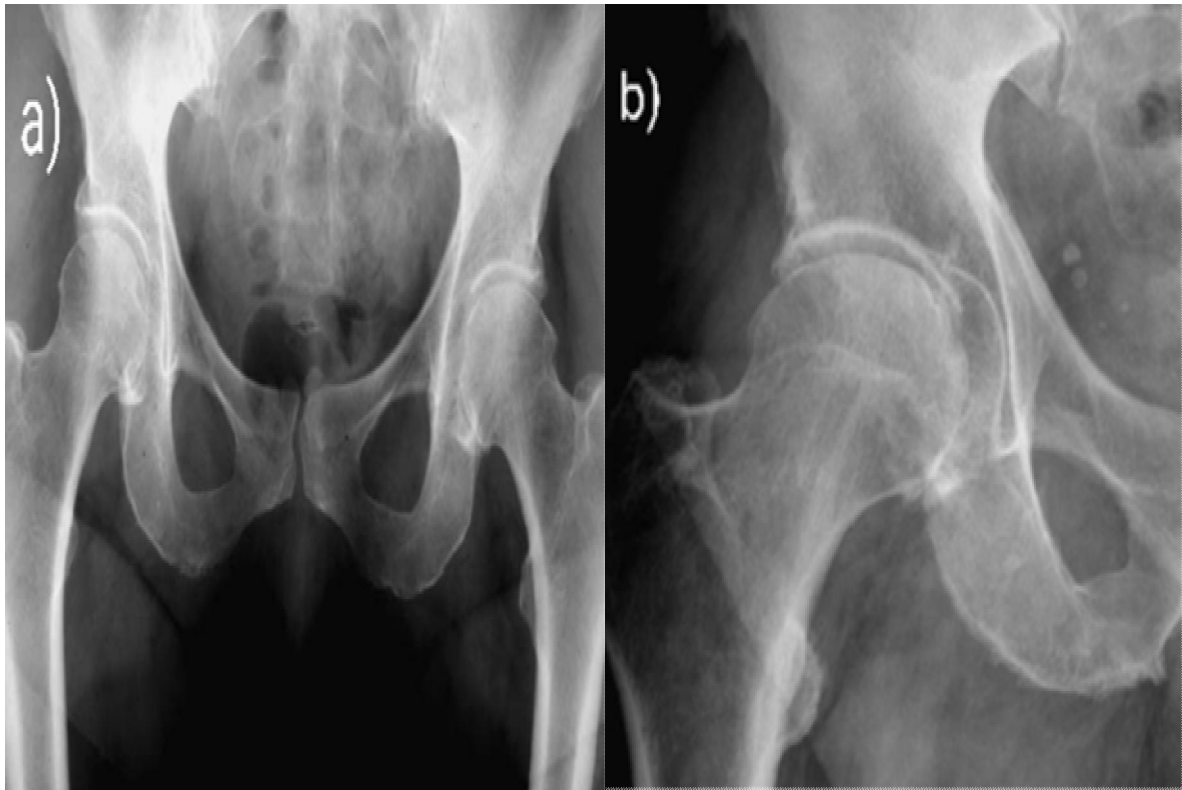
Radiographie standard de face , (a) du bassin montrant le pincement articulaire , (b) de la hanche droite montrant l'ostéophytose [26]
